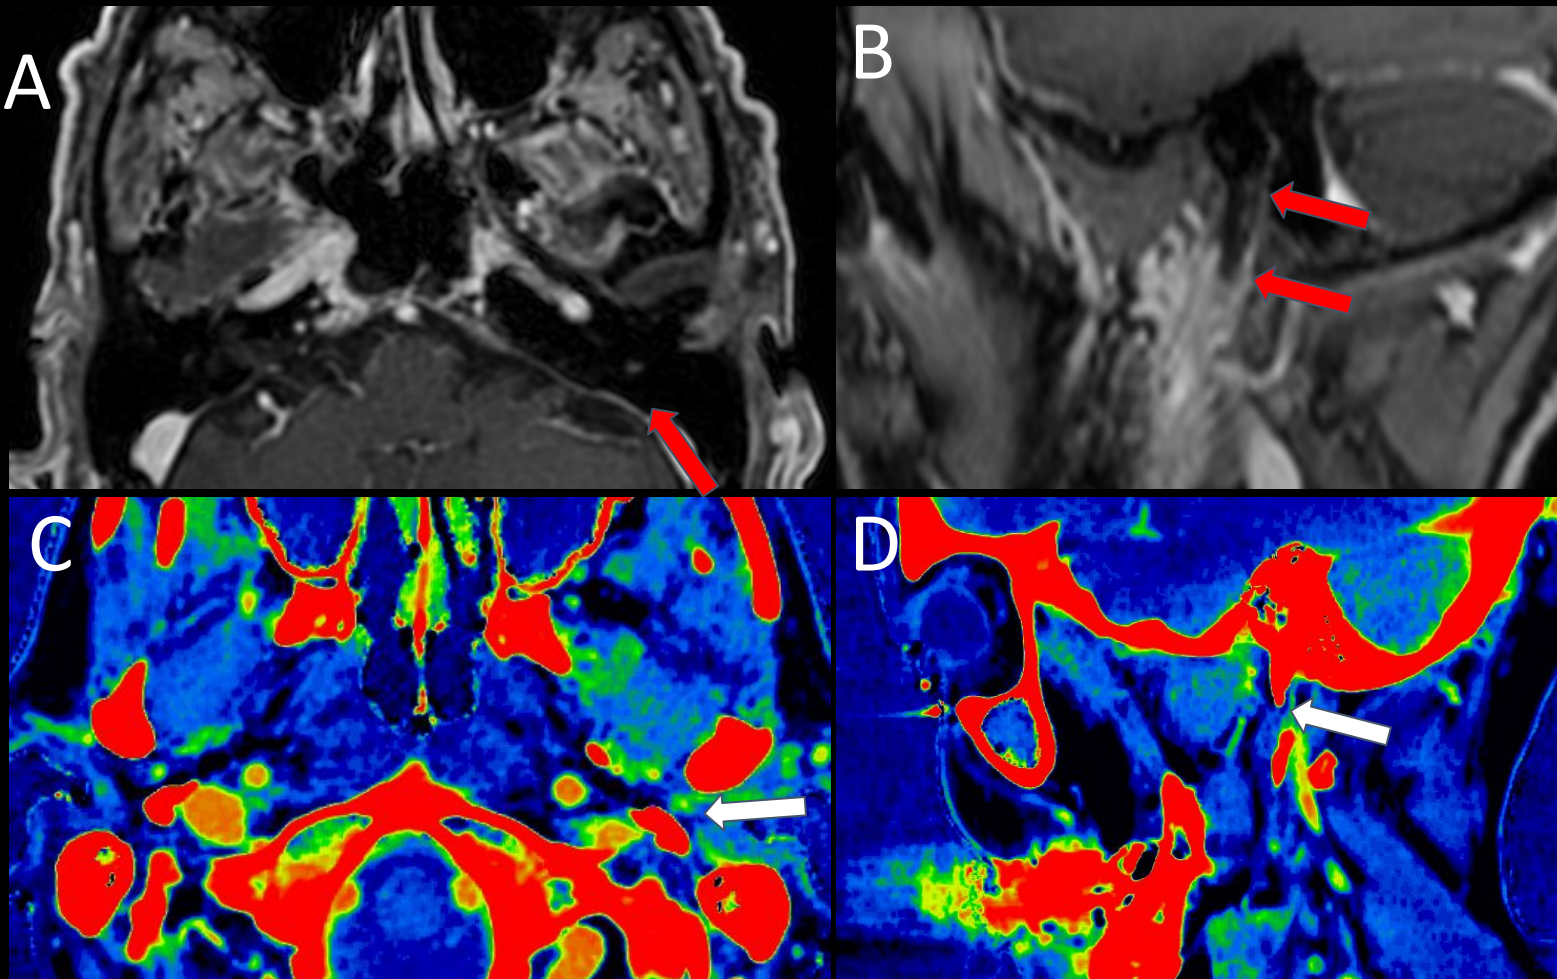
Ejemplo de utilidad de las imágenes DECT para evaluar DPN en nervio facial. Paciente de 62 años con carcinoma de parótida izquierda y signos clínicos de parálisis del nervio facial izquierdo. A: Imagen axial de RM, T1 postcontraste con saturación grasa. B: Imagen sagital de RM, T1 postcontraste con saturación grasa. C: Mapa axial de yodo DECT de cuello con contraste (reconstrucción rainbow). D: Mapa sagital de yodo DECT de cuello con contraste (reconstrucción rainbow). Se identifica realce a lo largo del trayecto del nervio facial (flechas rojas en A y B), visible en los mapas de yodo (flechas blancas en C y D).
